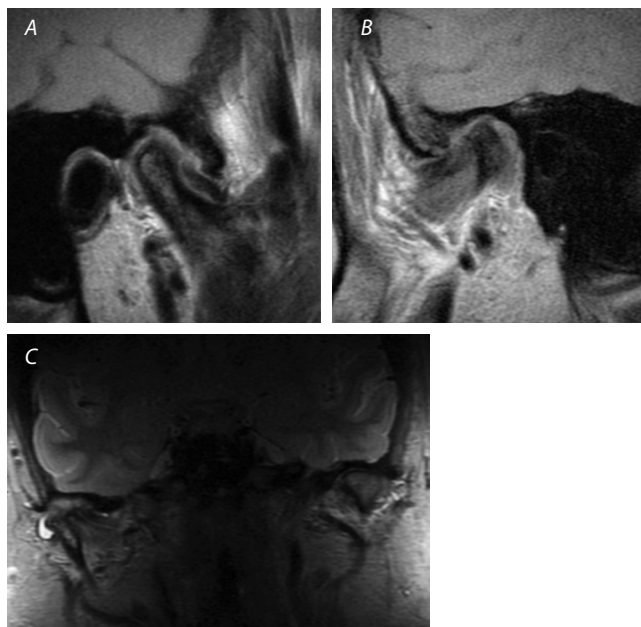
Imagen resonancia magnética en cortes sagitales, que evidencia el desplazamiento discal anterior, y en corte coronal, en que es posible apreciar la sinovitis además del derrame especialmente destacado hacia el polo lateral de la ATM derecha.
